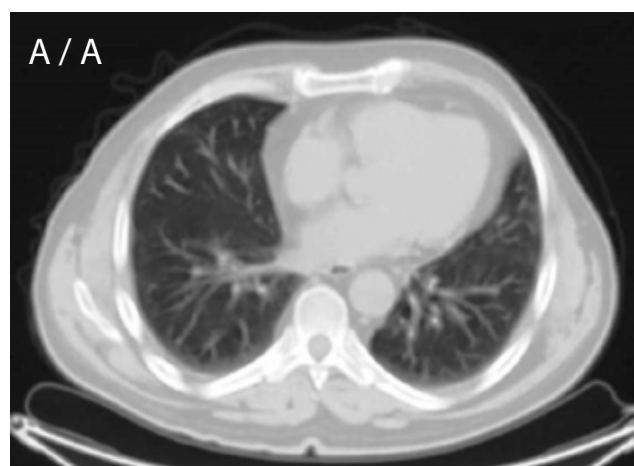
Контрольное КТ ОГК, ОБП, ОМП от 16.03.2022 года: А — очаг в легких не определяется; Б — сохраняется частичный ответ по первичной опухоли и подвздошным лимфоузлам
